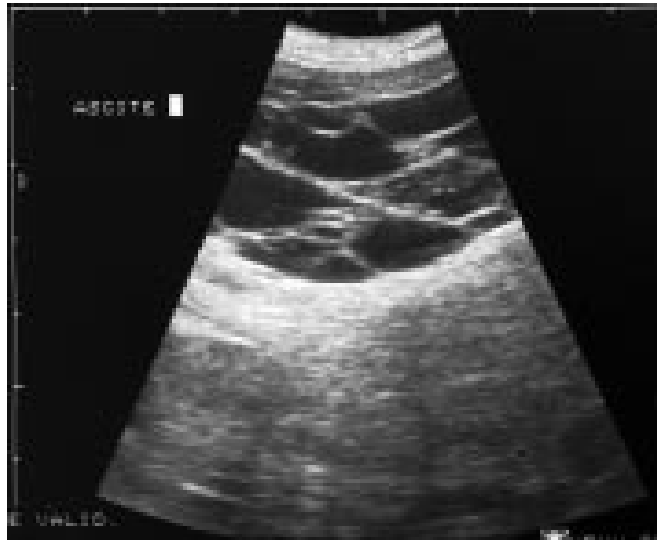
Échographie. Ascite cloisonnée traversée par des bandes linéaires hypoéchogènes entrelacées [35].
